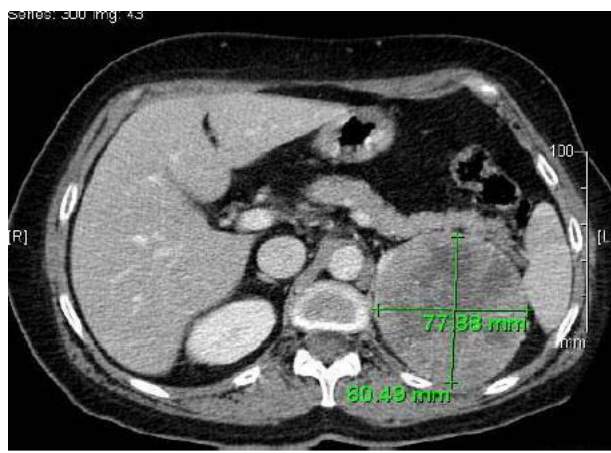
Aspect TDM d'une masse surrénalienne gauche de 8,5 cm de grand axe (coupe axiale) [67].
